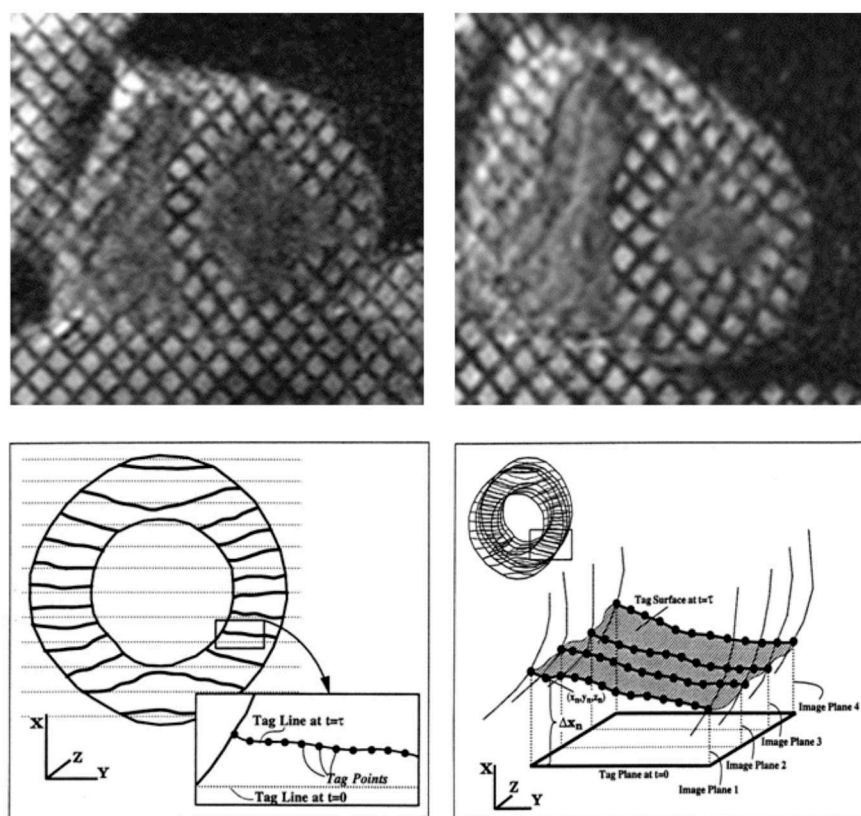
IRM avec marquage tissulaire. En haut, images en télésystole au repos (à gauche) et sous stimulation avec Dobutamine (à droite) chez un patient coronarien. Remarquer l'épaississement de la paroi myocardique sous stimulation. En bas et à gauche, représentation d'une coupe petit-axe quelques instants après le marquage initial. L'encadré décrit la vue agrandie d'une ligne de marquage déformée à l'instant $t = T$ par rapport à l'instant $t = 0$. En bas et à droite, représentation en 3D de la déformation de plusieurs lignes de marquage à différents niveaux de coupe petit-axe.
